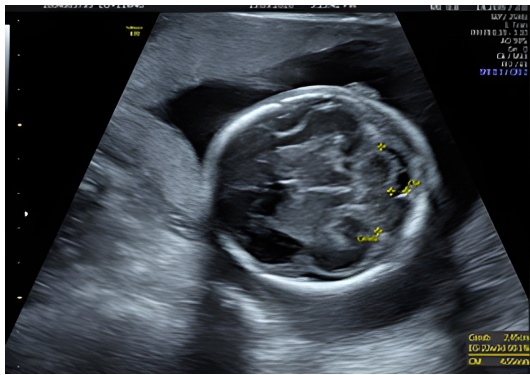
Ecografía en corte axial que evidencia morfología y estructuras normales para la edad.
